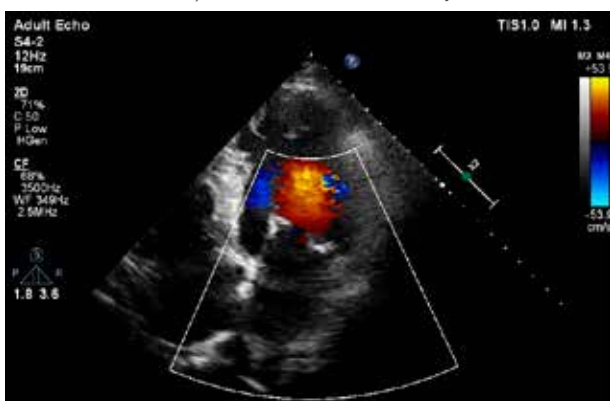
Apical 4 camere: Insuficiență mitrală grad II color, examinarea fiind făcută în condiții de compensare cardiacă
